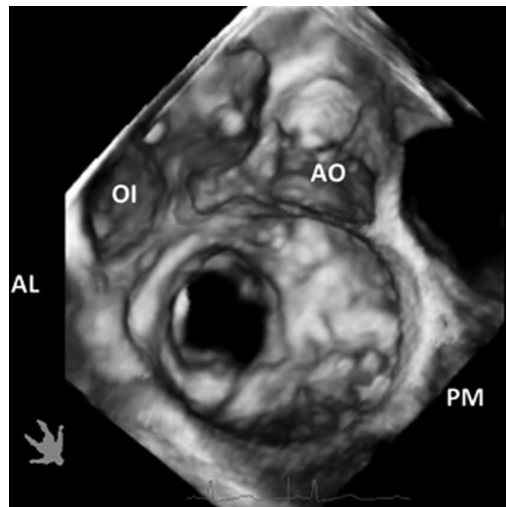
Ecocardiograma transesofágico en tres dimensiones. Vista desde la aurícula izquierda en diástole: se observan fusión total y falta de apertura de la porción posteromedial de la válvula mitral. AL: Anterolateral. AO: Válvula aórtica. OI: Orejuela izquierda. PM: Posteromedial.
